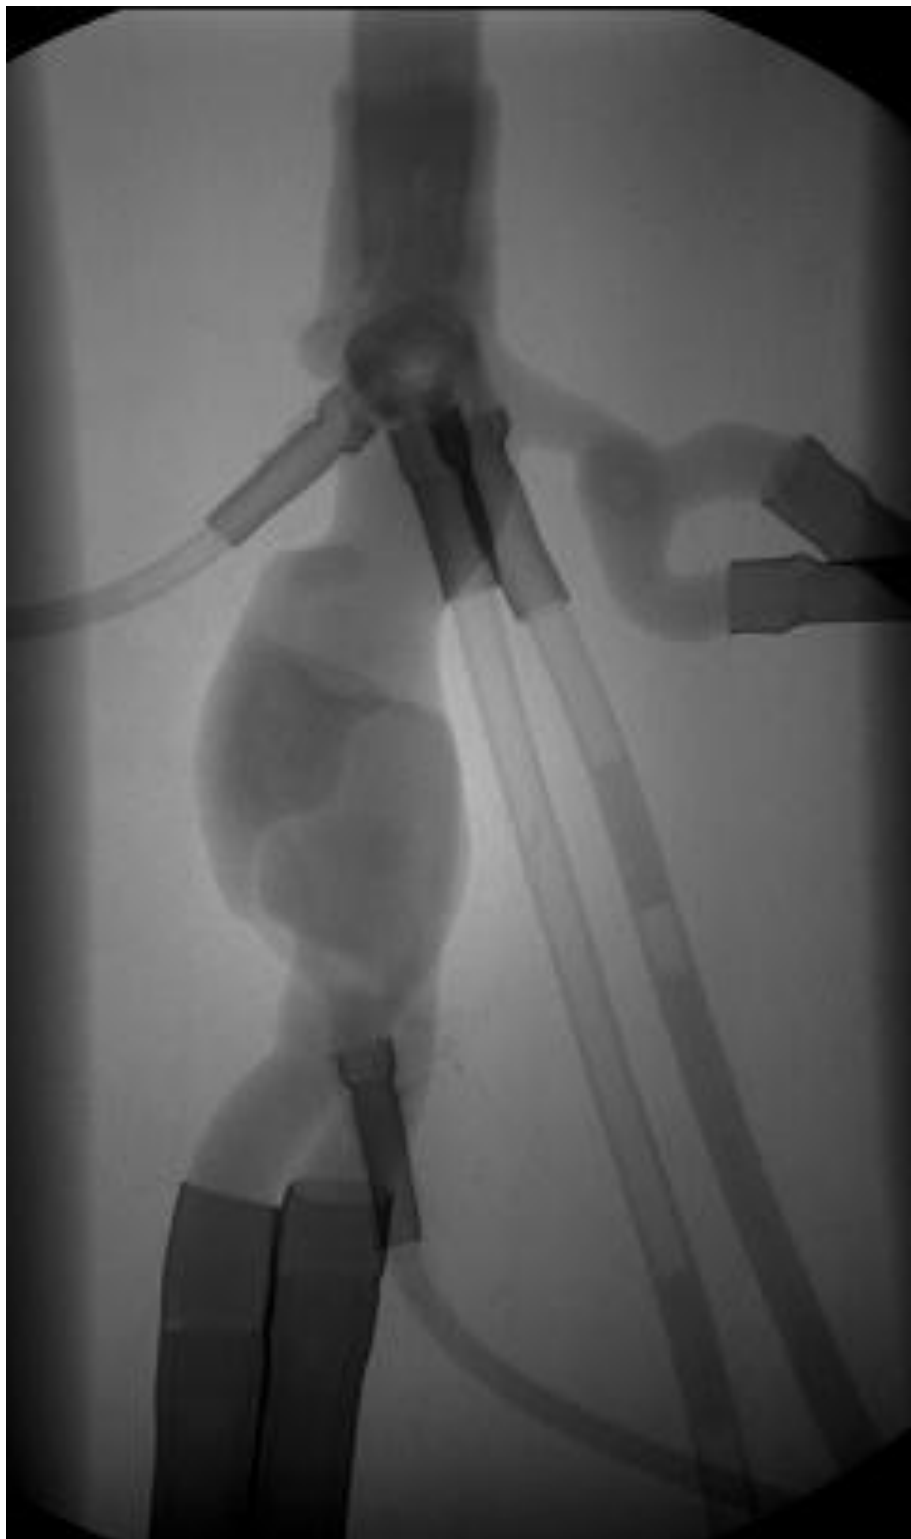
Mit Wasser gefülltes, perfundiertes HeartPrint Flex Modell. Die Kohlefaserröhrchen, die zur Stabilisierung des Anschlusses eingebracht wurden, sind deutlich röntgendicht.
